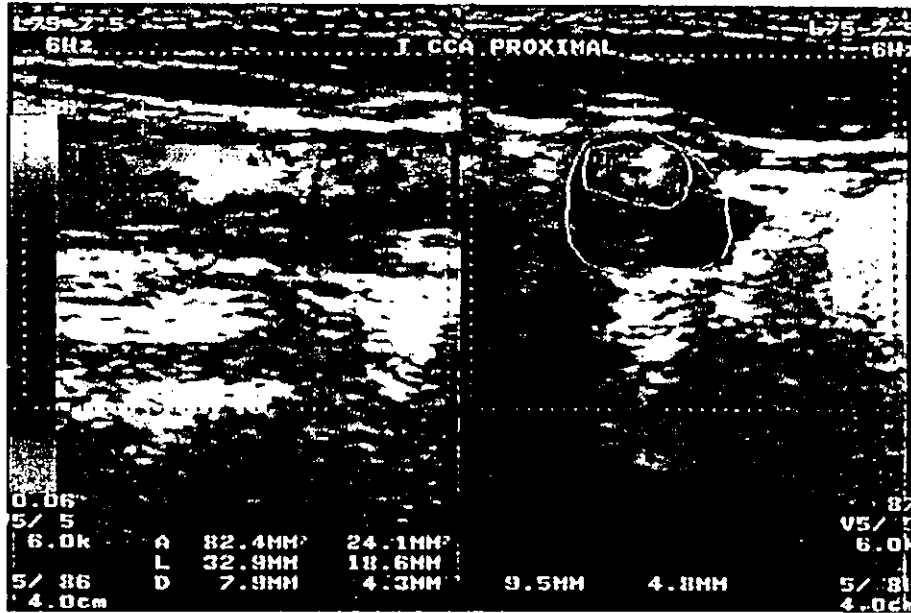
27 頸動脈超音波カラーBモード断層エコー
